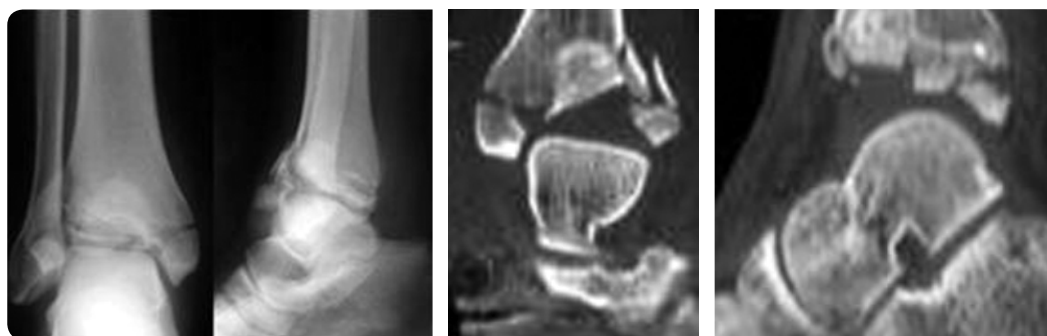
Порiвняльнi характеристики перелому при рентгенологiчному i КТ-дослiдженнi
